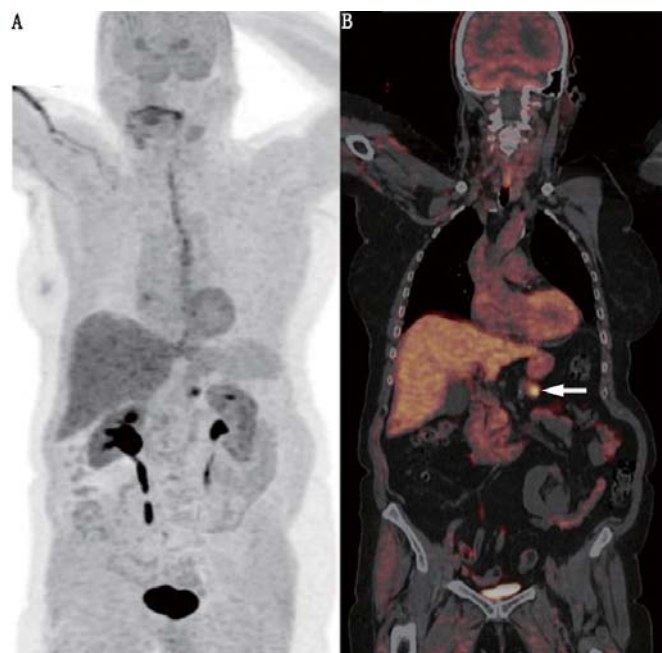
预先给予卡比多巴的高胰岛素低血糖患者的 ^{18}F -FDOPA PET/CT 显像图。A.全身 MIP 图;B. PET/CT 冠状位图。PET/CT 清楚显示胰岛索瘤 (箭头示),由于提前给予卡比多巴,正常胰腺实质摄取很低
